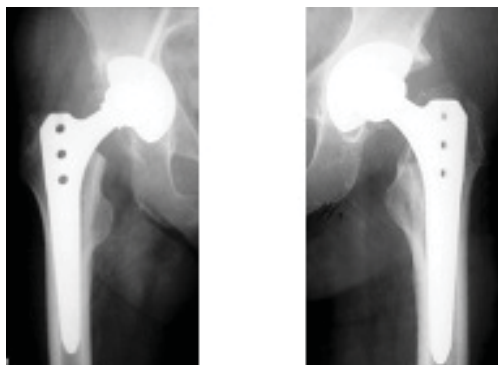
Рентгенограмма пациента 3. через 35 мес. после тотального эндопротезирования правого тазобедренного сустава
